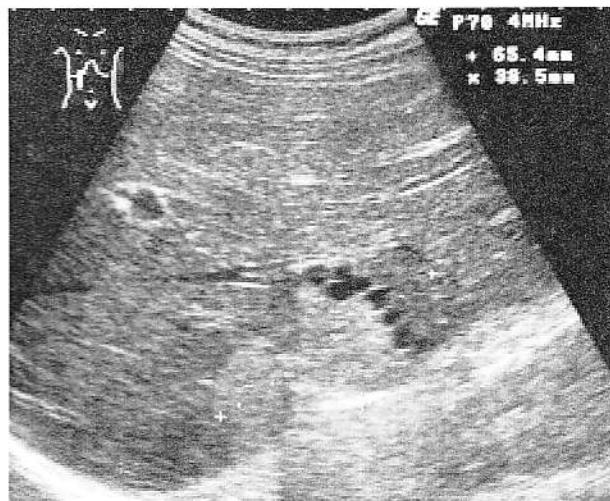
Ecografie abdominală: metastaze hepatice hiperecogene.
